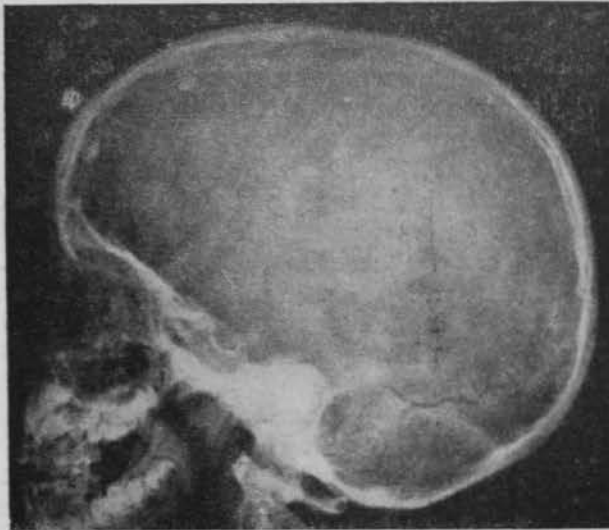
Radiografía simple.
